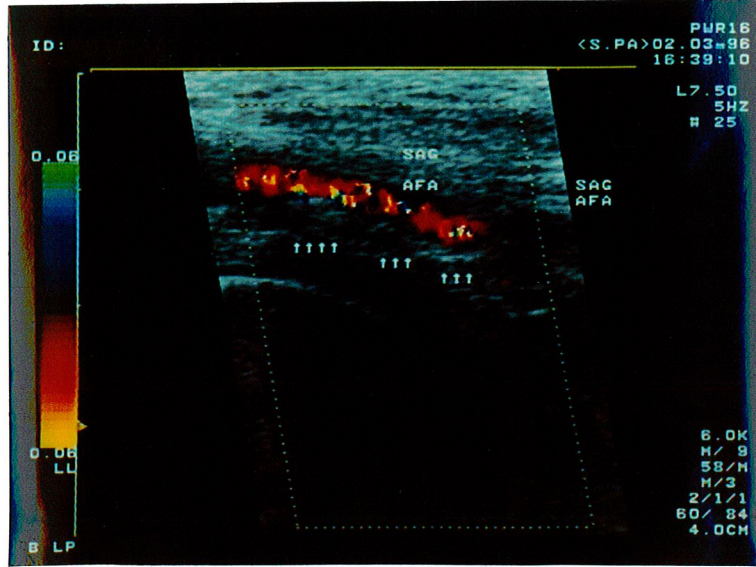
Renkli Doppler US de YFA P segmentte oklüzyonun başladığı düzey. Spektral analizde bu düzeyin hemen öncesinde düşük pik sistolik hız (44 cm/sn) ve spektral genişleme.
